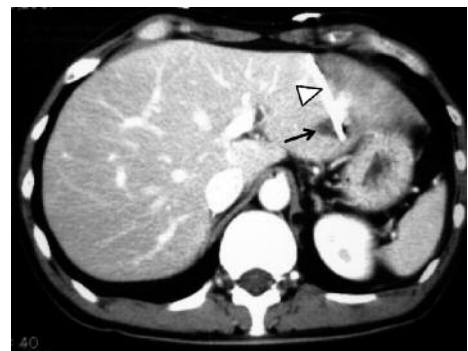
腹部造影CT検査 (入院24日目) 膿瘍はほぼ消失していた (矢印). 矢頭: ドレナージ
